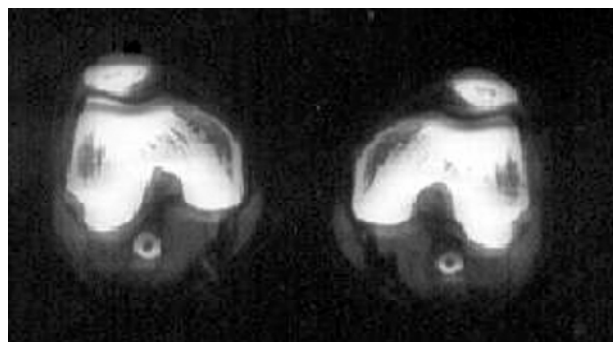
Corte transversal de TC no nível dos joelhos (caso 1): o controle mostra os stents recobertos pervios após 6 meses
